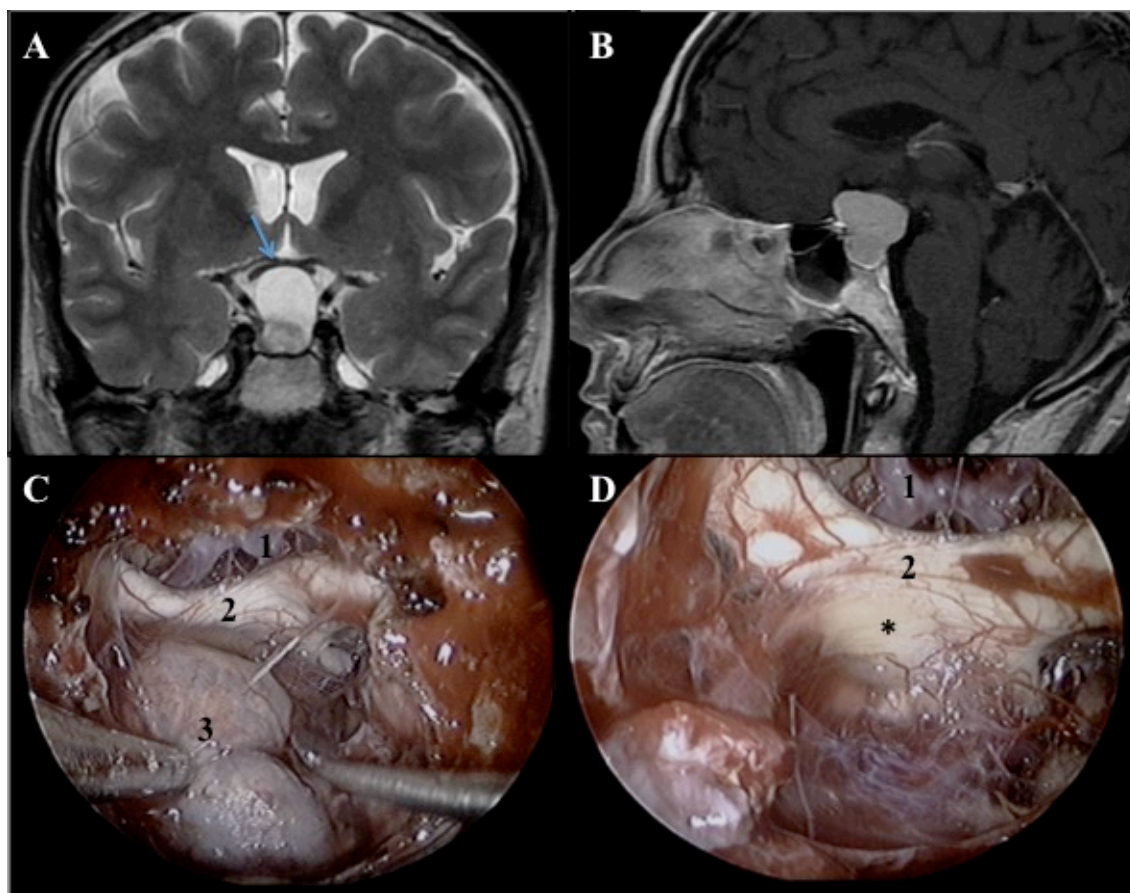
Imágenes correspondientes al caso de un paciente con quiste de la bolsa de Rathke incluido en nuestra serie. A. Imagen de la RM coronal potenciada en T2 en la que se puede comprobar la compresión quiasmática (flecha azul) por parte de la lesión. B. Imagen de la RM, corte sagital de secuencia potenciada en T1 con contraste. C. Imagen de la visión endoscópica intraoperatoria durante la resección de la lesión (1. Complejo de la arteria comunicante anterior 2. Quiasma 3. Lesión) D. Imagen de la visión endoscópica intraoperatoria una vez liberada la compresión (1. Complejo de la arteria comunicante anterior 2. Quiasma. Impronta de la lesión sobre la cara ventral del quiasma señalado con *)
